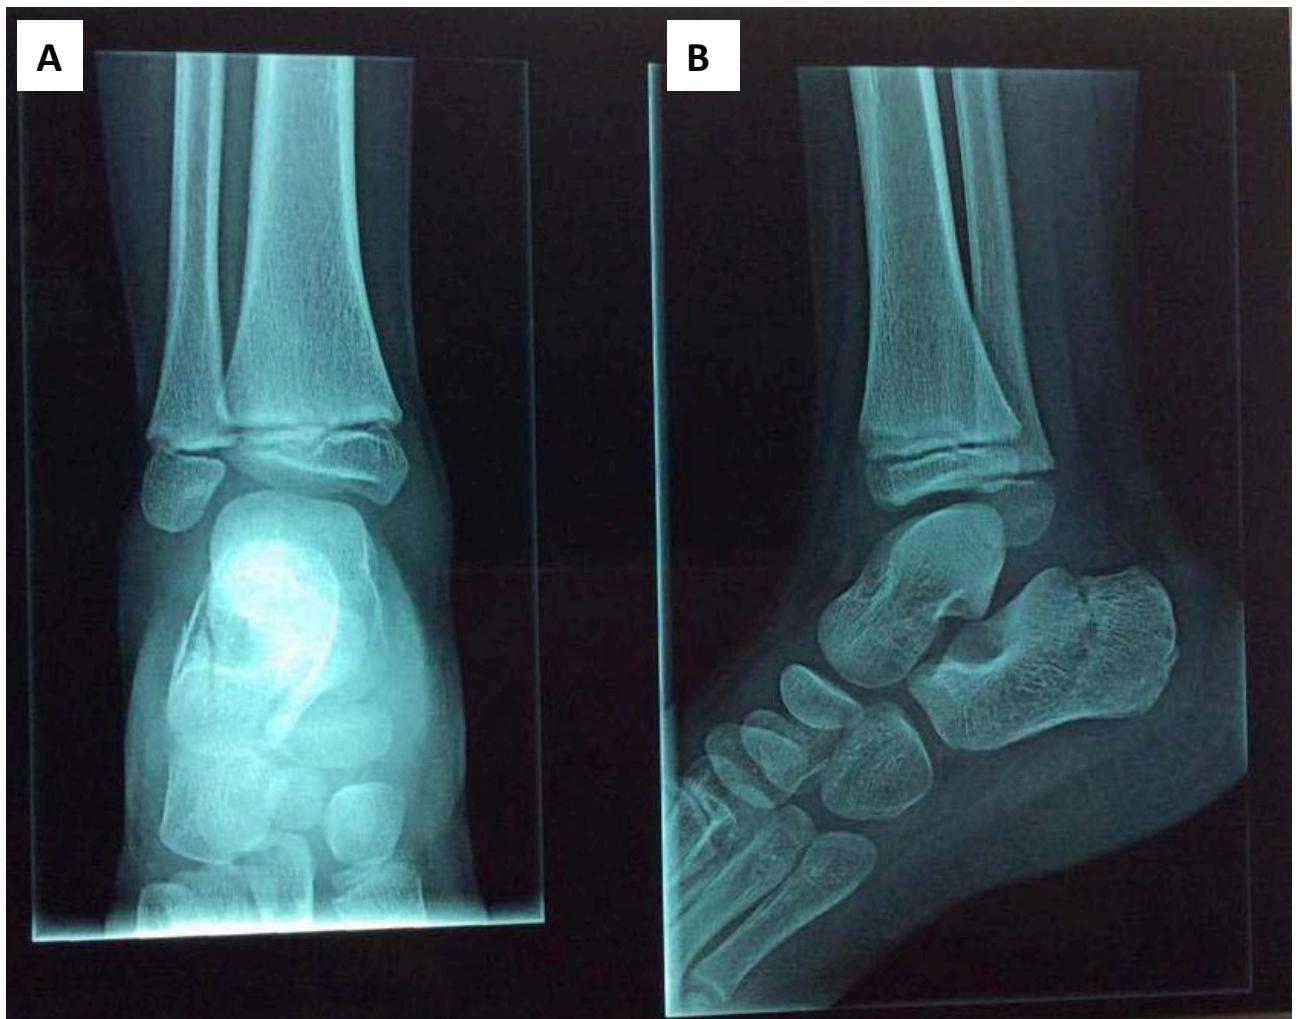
radiographies de la cheville droite face (A) et profil (B) montrant une FDE SH I de la fibula associée à une fracture du calcanéum, chez un garçon de 6ans.
